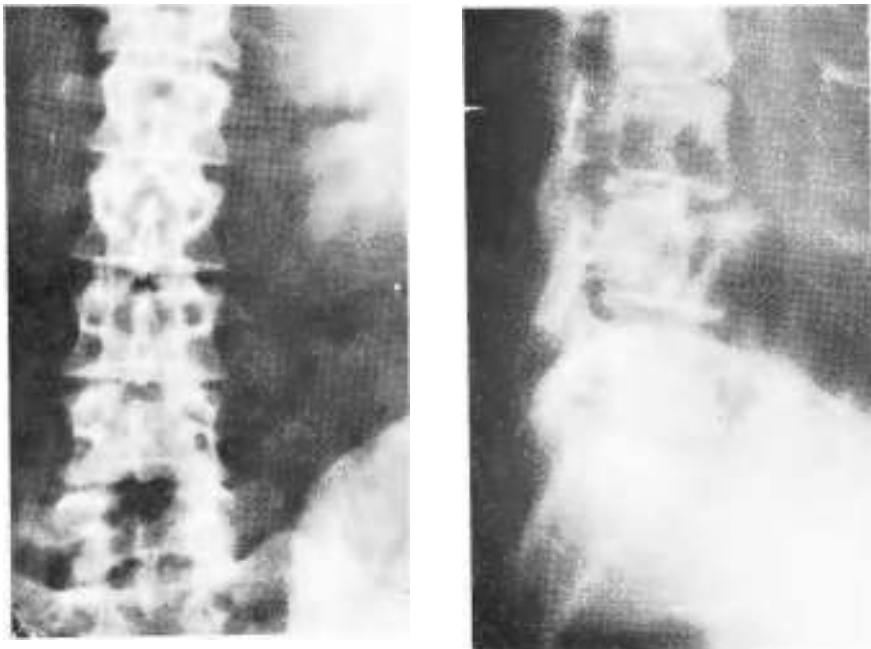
Radiografías simples. a) Pinzamiento articular entre L4 y L5 y L5 y S1, con inclinación antálgica de la columna. b) Pinzamiento discreto entre L4 y L5 con hundimiento de la cara inferior de L4 y alteraciones anulares en cara inferior L4 y superior de L5.
